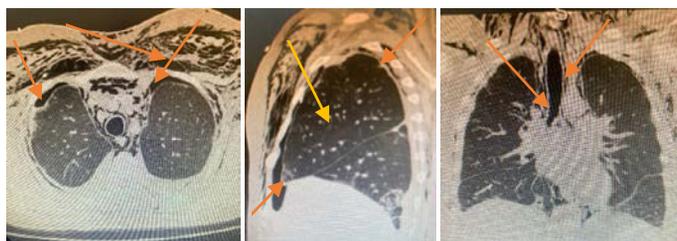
(а, б, в). Компьютерная томография грудной клетки - пневмомедиастинум, в сочетании с пневмотораксом слева и подкожной эмфиземой, преимущественно в области шеи, у больного 38 лет
